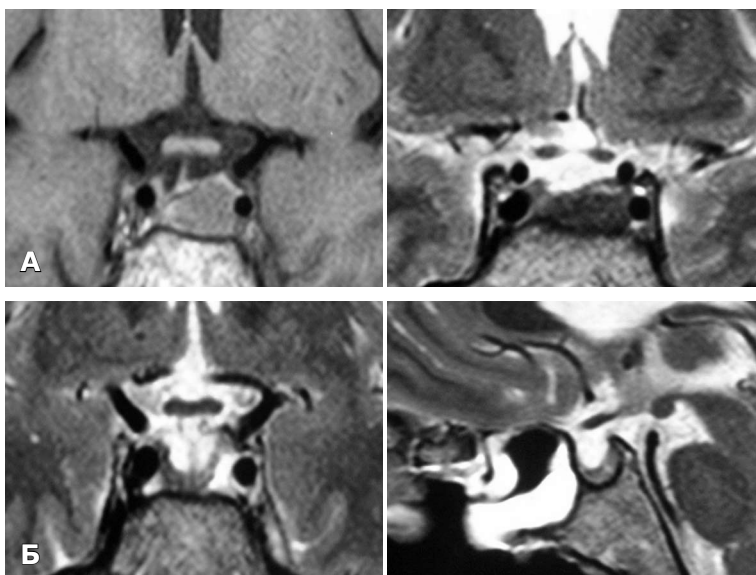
МРТ хворої Р., 22 р. з мікроаденомою гіпофіза, що секретує АКТГ, за первинної інвазії лівої ПП. Стан: А — до операції; Б — після операції.
